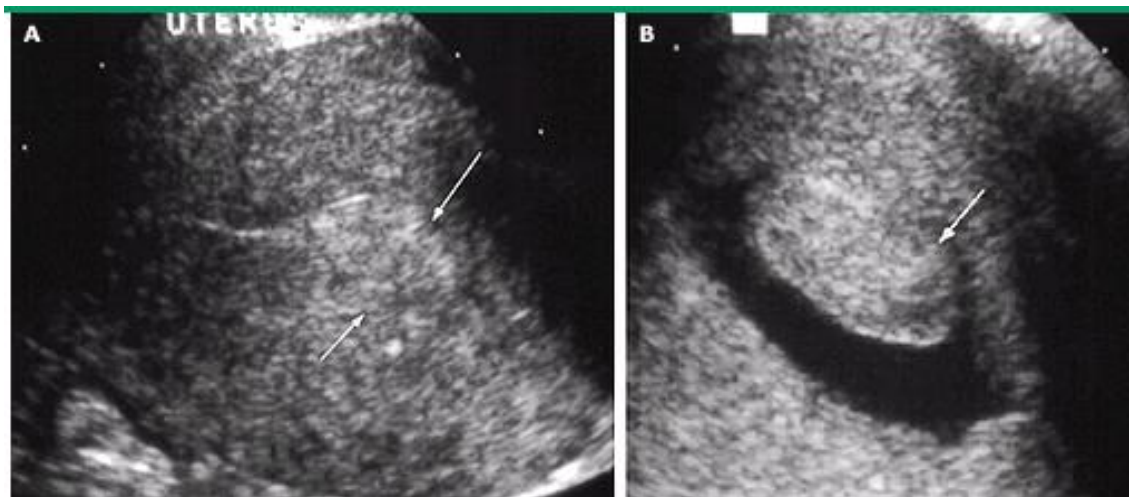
Detección de un pólipo endometrial tras realización de una histerosonografía. (Tomado de Joizzo JR, Chen MY, Riccio GJ. Endometrial Polyps: Sonohysterographic Evaluation. AJR Am J Roentgenol 2001;176:617.)
